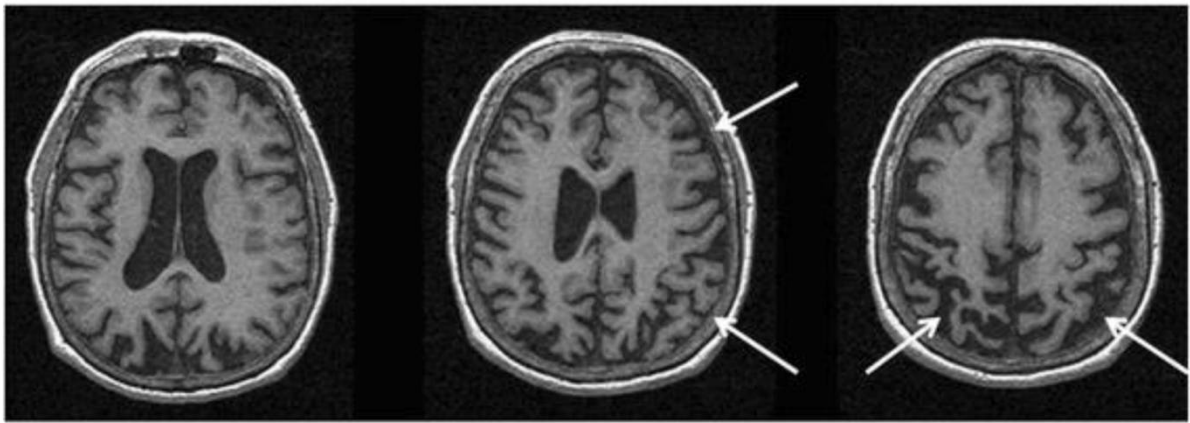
Images IRM en coupes axiales T1 montrant une atrophie frontopariétale bilatérale prédominant à droite chez un patient ayant une DCB [186].
